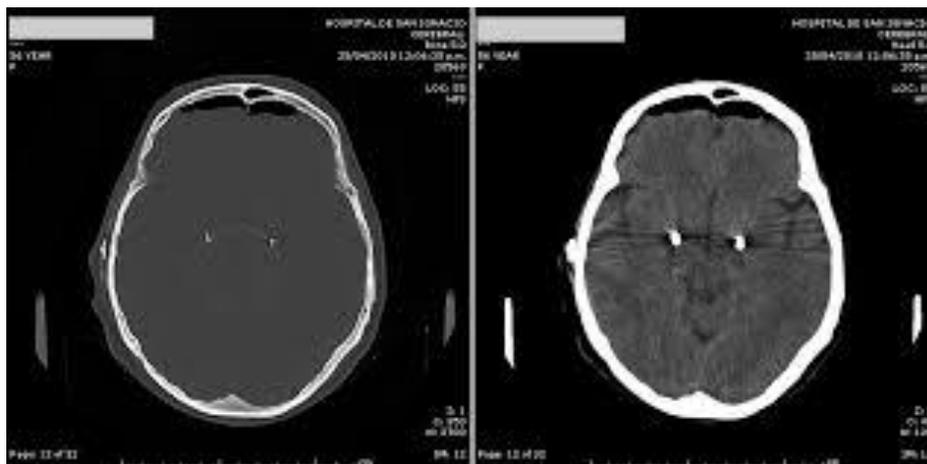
Tomografía axial de cráneo posterior a la colocación de neuroestimulador palidal, obsérvese la hiperdensidad en la región palidal en relación al fenómeno de artefacto que produce el DBS.
